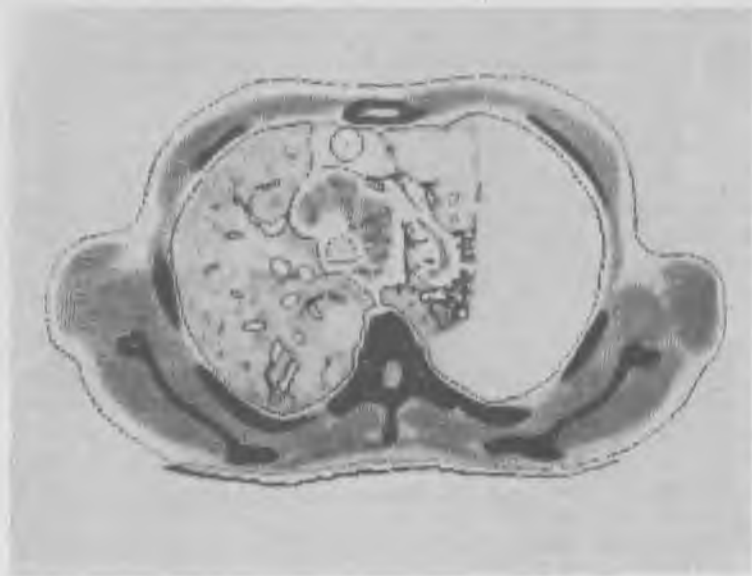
КТ больного 30 лет с двусторонним рецидивирующим спонтанным пневмотораксом. Исследование после расправления легкого. Справа определяется добавочная доля непарной вены.
